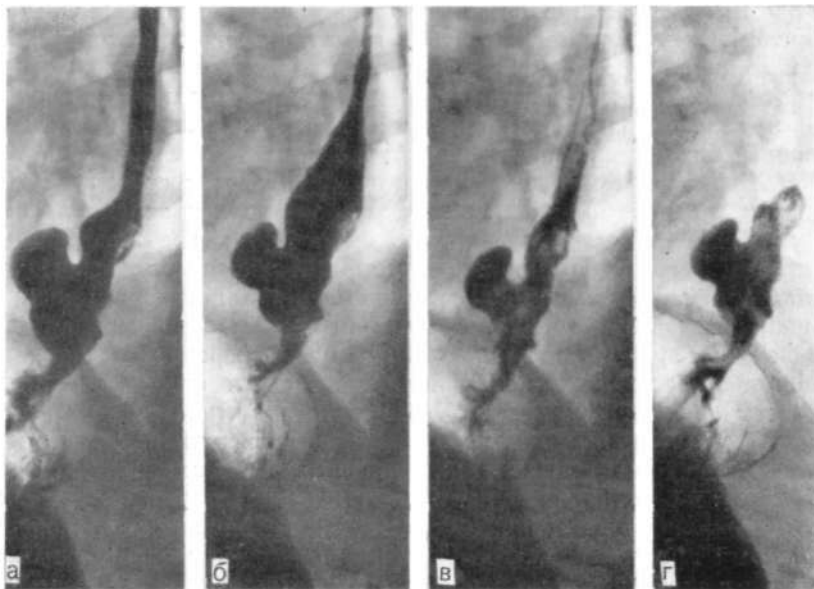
Прицельные рентгенограммы пищевода. Краевой дефект заполнения по задней стенке VII—IX сегментов (ТIX—XI) пищевода с бугристыми контурами, по передней стенке — эпифренальный дивертикул.
